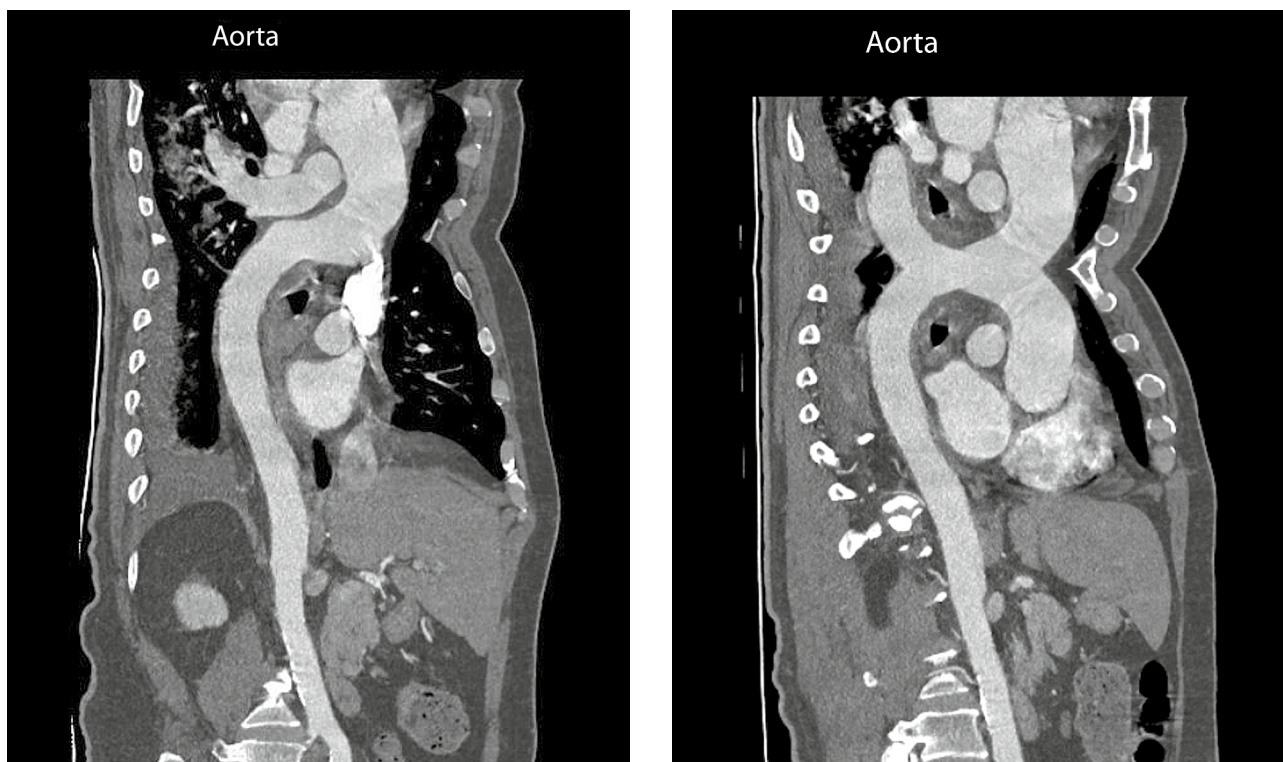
МСКТ аорты с контрастированием пациента Б.
